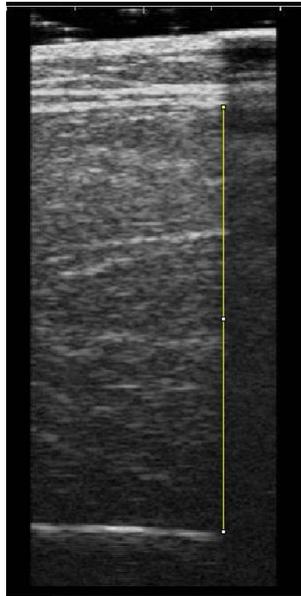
Imagem obtida por ultrassonografia. A espessura dos músculos reto femoral e vasto intermédio é representada pela linha vertical amarela (mm). A sombra acústica margeando o ponto da medida foi fornecida por uma fita anecóica para uma maior acurácia.
